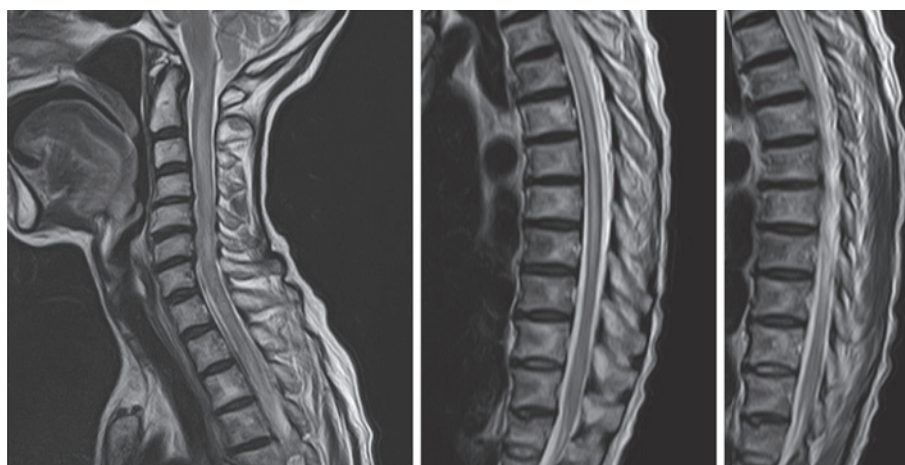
T₂-weighted MR image of the spinal cord (Sagittal, 1.5T; TR 3,500ms, TE 100ms).
